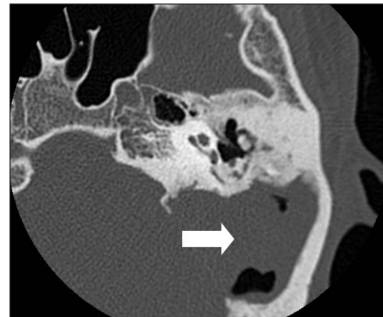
Preoperative axial CT scan, showing a soft tissue mass (white arrow) in the left mastoid, not extending into the middle ear cavity.
